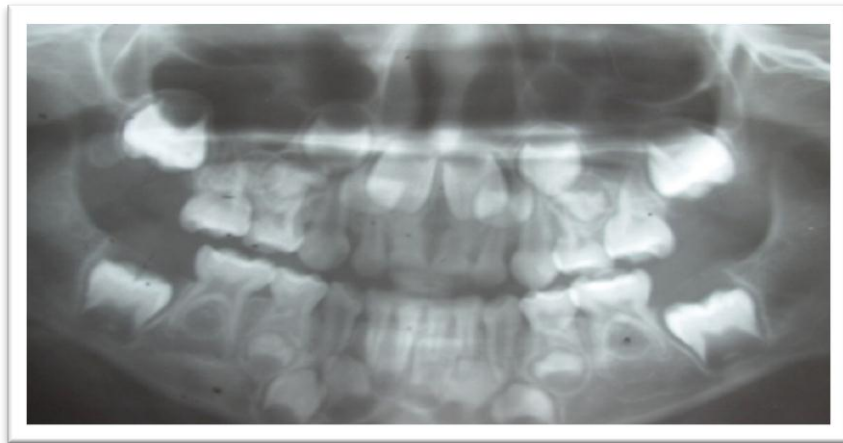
Radiografía panorámica que muestra la ubicación del germen del primer molar permanente previo a su erupción.
